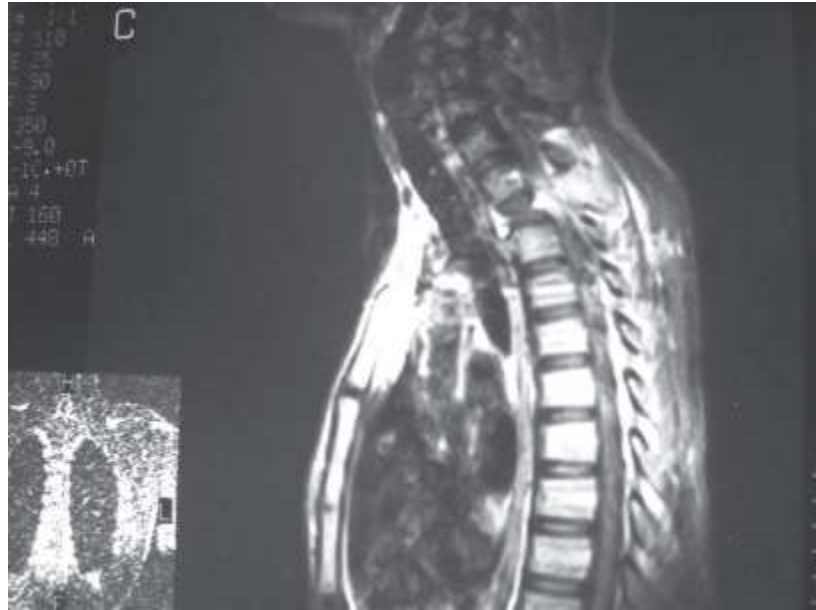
Sagittal T1-weighted gadolinium-enhanced magnetic resonance image showing compression fracture of the T2 vertebral body with severe spinal cord compression, in a young man with hemangiopericytoma. [65]
